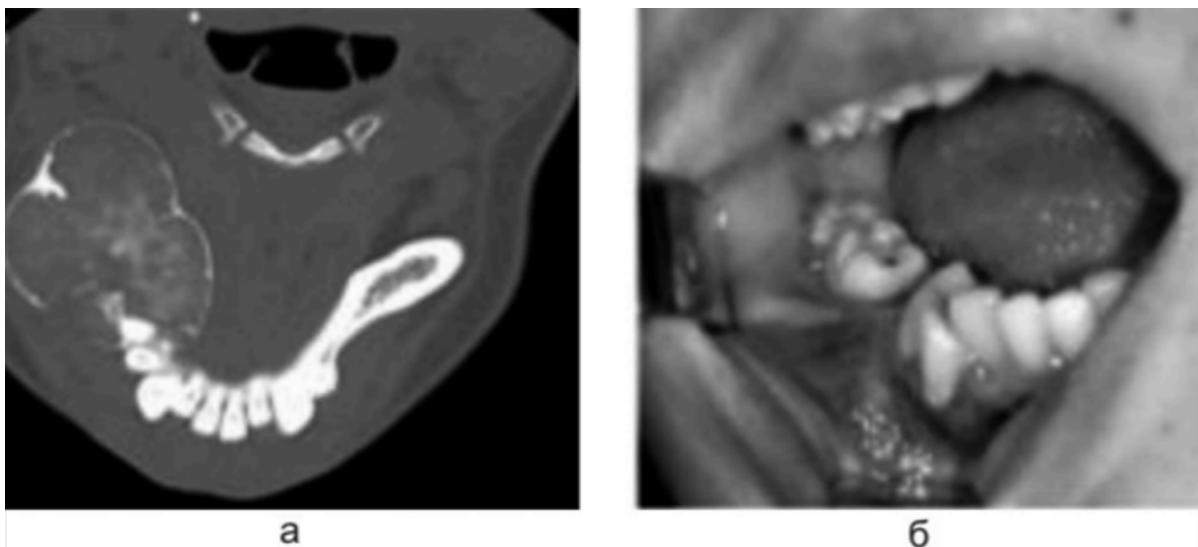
Tumor of the body of the lower jaw on the right: (a. multislice computed tomography; b. view in the oral cavity)
